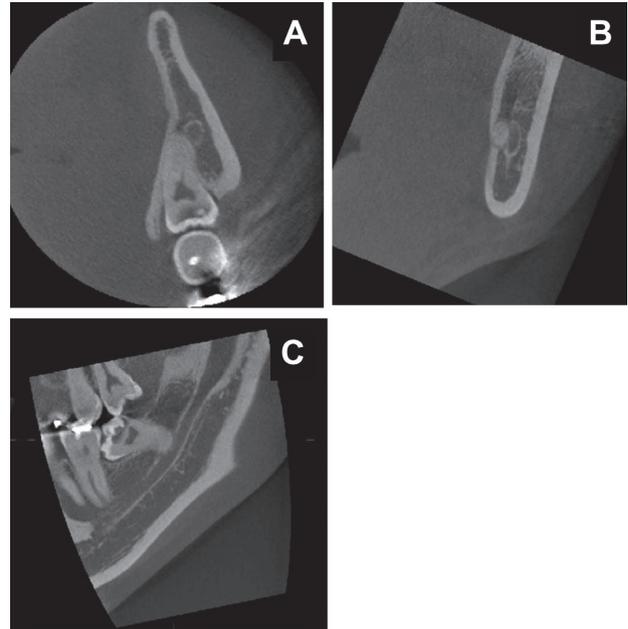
歯科用CBCTの断層面。Axial画像(A), cross section画像(B)及びpanorama section画像(C)が良く用いられる。
